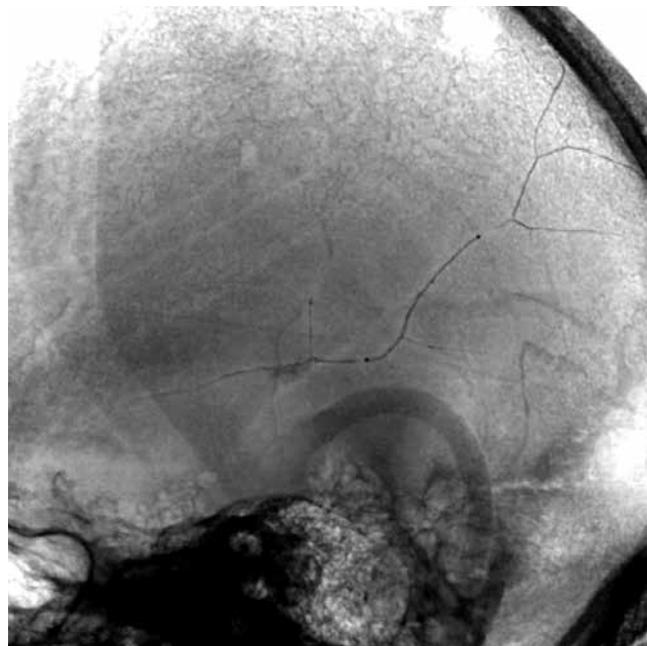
Тень рентген-контрастного эмболизата в просвете средней оболочечной артерии
